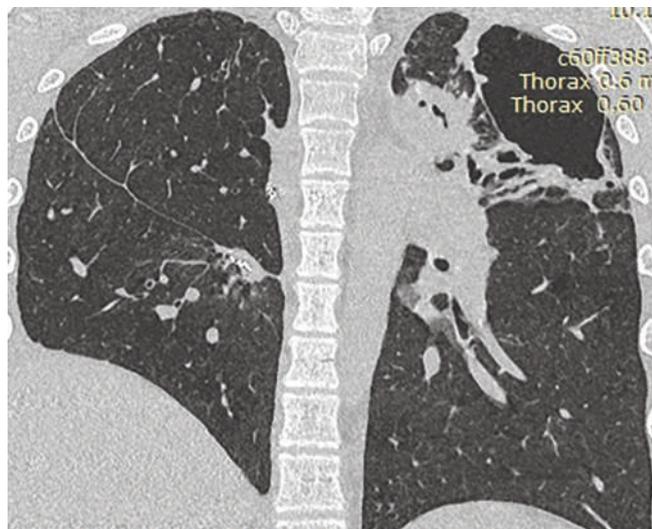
Frontal reconstruction of a chest CT scan (lung window) before the first stage of surgical treatment: lung upper lobes with significantly reduced volume, persistent large cavities (54 × 33 mm on the left and 34 × 36 mm on the right), pneumosclerosis areas, multiple small solid foci in all segments
